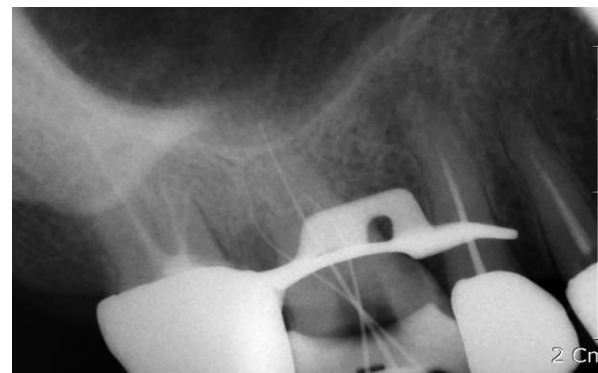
A radiograph during the endodontic treatment.
